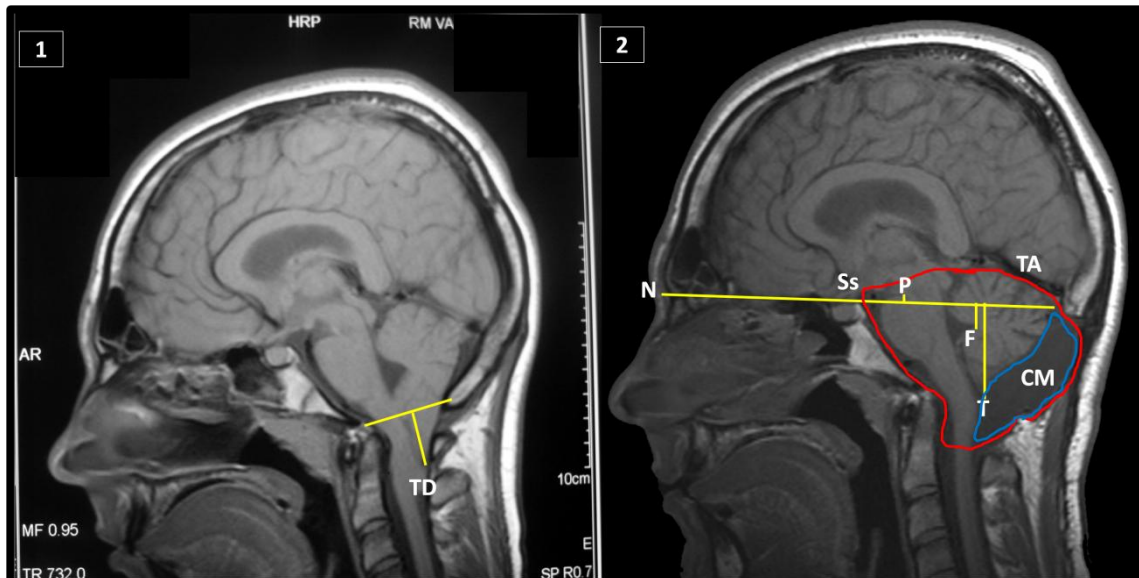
Images from a patient with CM-1 pre- and post-PFR and morphometric measurement protocols. 1) Patient with CM-1 before the surgery. 2) The same patient after the surgery. Description of the measurement protocols: In the T1-weighted midsagittal MRI scan, a line continuing from the Nasion (N) to the upper sella turca (Ss) was considered as the basal line (BL), denoted as a yellow line in the figure. The measures conducted were: TD) *Cerebellar TD relative to the McRae line*: the distance in mm to the tip of the cerebellar tonsils from the McRae line (the line between the basion and opisthion margins of the FM). T) *Cerebellar TD relative to the BL*: the degree of TD evaluated by measuring the distance to the most caudal aspect of the tonsils on a line running perpendicular to the BL. P) *Pons length*: the distance between the BL-NSs and the upper part of the pons at the junction between the midbrain and pons. F) *Fastigium length*: the distance between the BL-NSs and fastigium (the highest point in the roof of the fourth ventricle of the brain). TA) *Total PCF area (TPCFa)*: the area estimated from a single MRI sagittal slice and the surface delimited by the following boundaries: tentorium, supraoccipital portion of the occipital bone, FM, and clivus.¹ CM) *Cisterna magna*: the surface delimited by the following boundaries: supraoccipital region, FM, and cerebellum.
